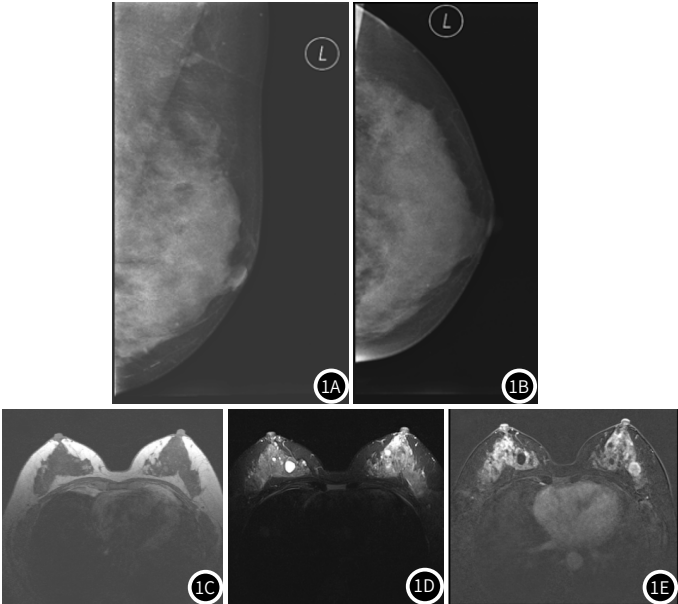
~1B 患者钼靶检查结果；图1C MRI T₁WI图像；图1D MRI T₂WI图像；图1E 患者MRI增强扫描图像。
